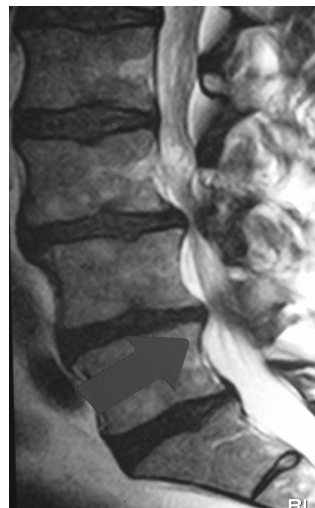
Sagittale MRT-Aufnahme einer SKS
